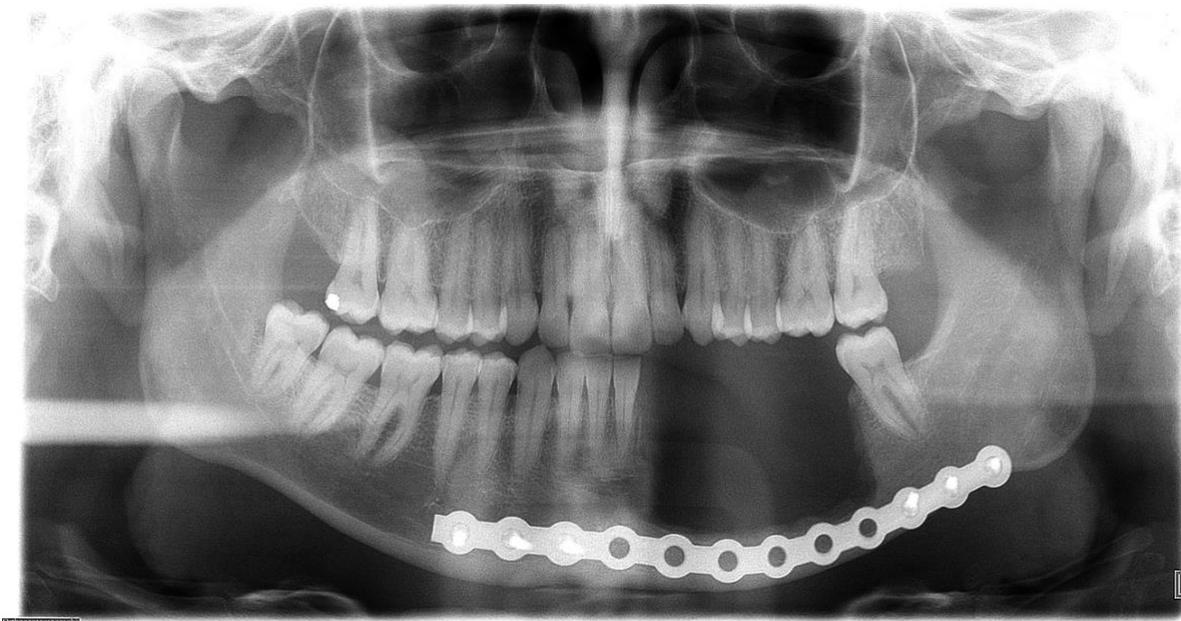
Radiografia panorâmica – Pós-operatório de 60 dias
